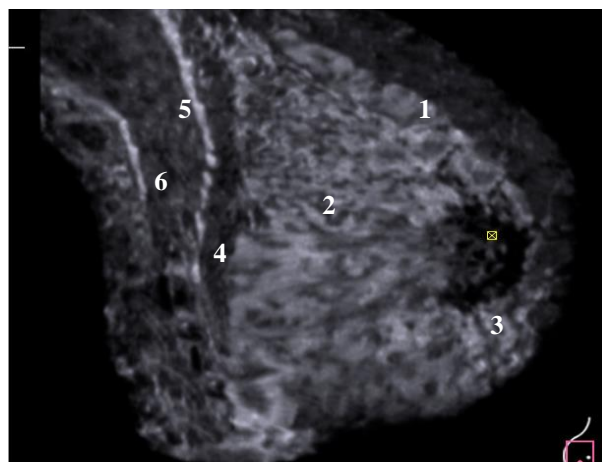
1Б Сонотомограмма правой молочной железы. Косой латеральный срез.
